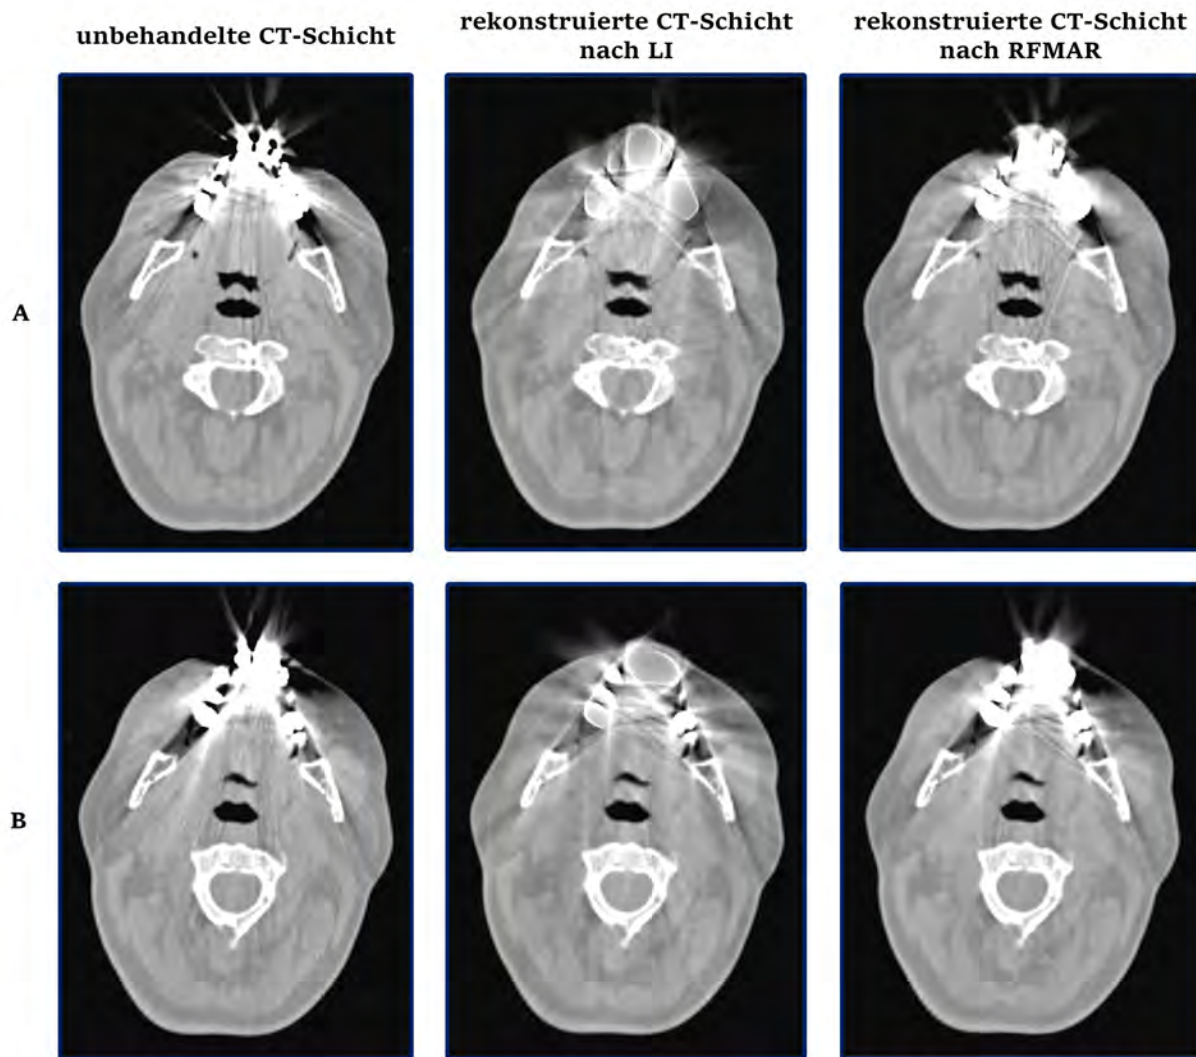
Ergebnisse der Metallartefaktreduktion anhand zwei ausgewählten Schichten (A und B) eines CT-Datensatzes nach LI und RFMAR. Level: 0, Window: 1750
